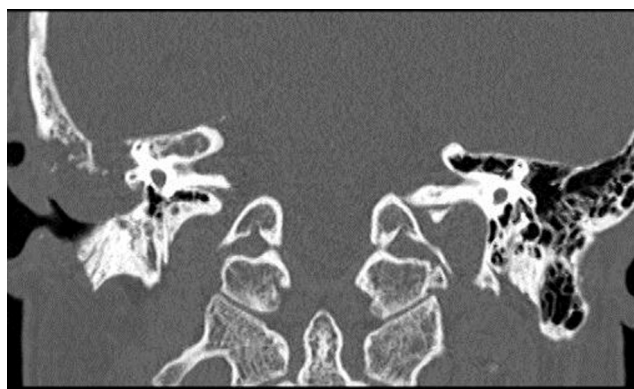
TK kości skroniowej w przekroju osiowym ukazująca ubytek kostny środkowego dołu czaszki wraz z masami miękotkankowymi w uchu środkowym i zewnętrznym
